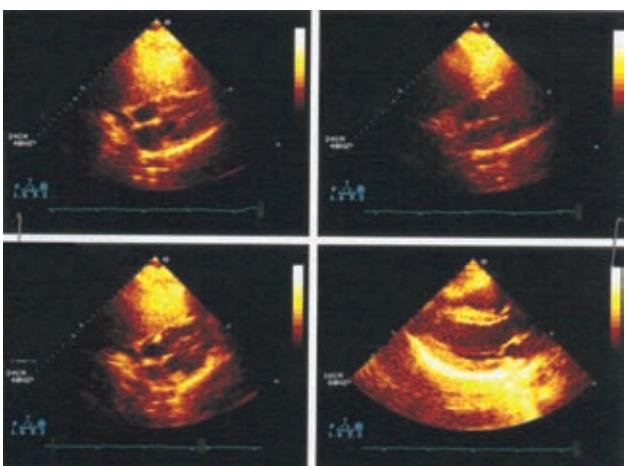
Ecocardiograma bidimensional con Doppler pulsado de control a las 72 horas, en el que se nota desaparición del derrame pericárdico, conservando la misma función ventricular aceptable y desaparición de la insuficiencia tricuspídea funcional.
